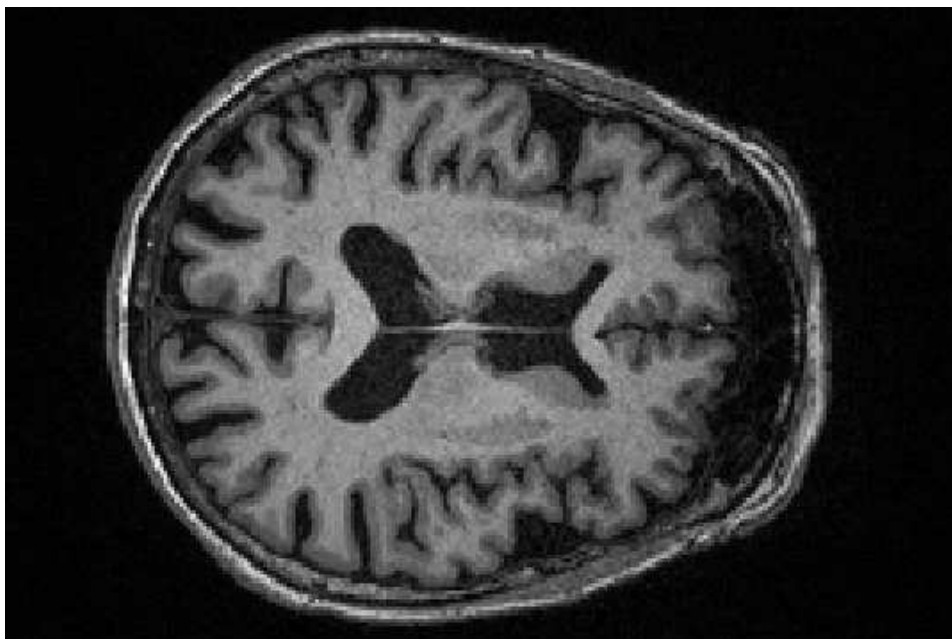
Immagine MRI T1-Wighted
